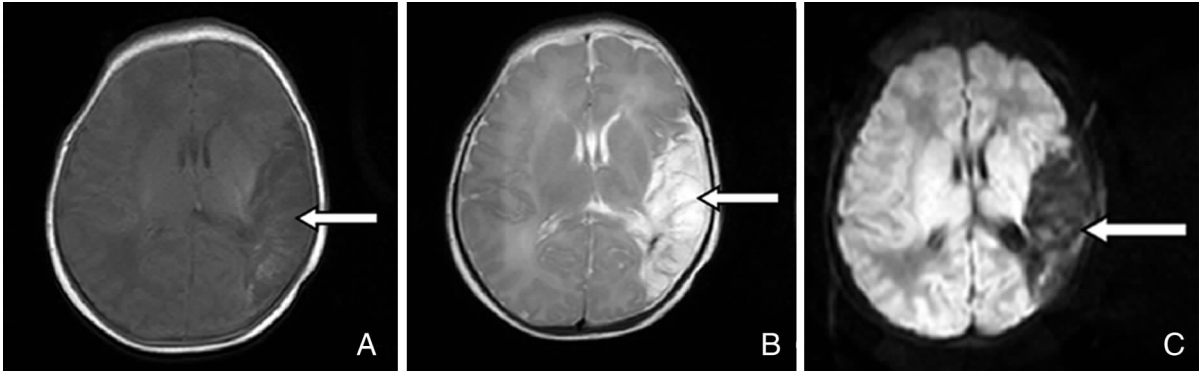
出生第 18 天头部磁共振图像 A: T1WI 成像, 左侧颞顶枕叶大片状低信号, 较初次扫描明显加强; B: T2WI 成像, 左侧颞顶枕叶大片状高信号, 较初次扫描明显加强; C: DWI 成像, 左侧颞顶枕叶大片状低信号。
